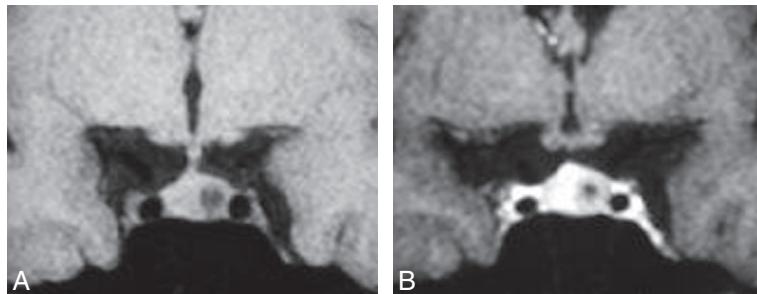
A) IRM, séquence T1 dans le plan coronal, avant et après injection de gadolinium chez une femme de 45 ans réalisée dans le cadre d'un bilan d'hyperprolactinémie.
